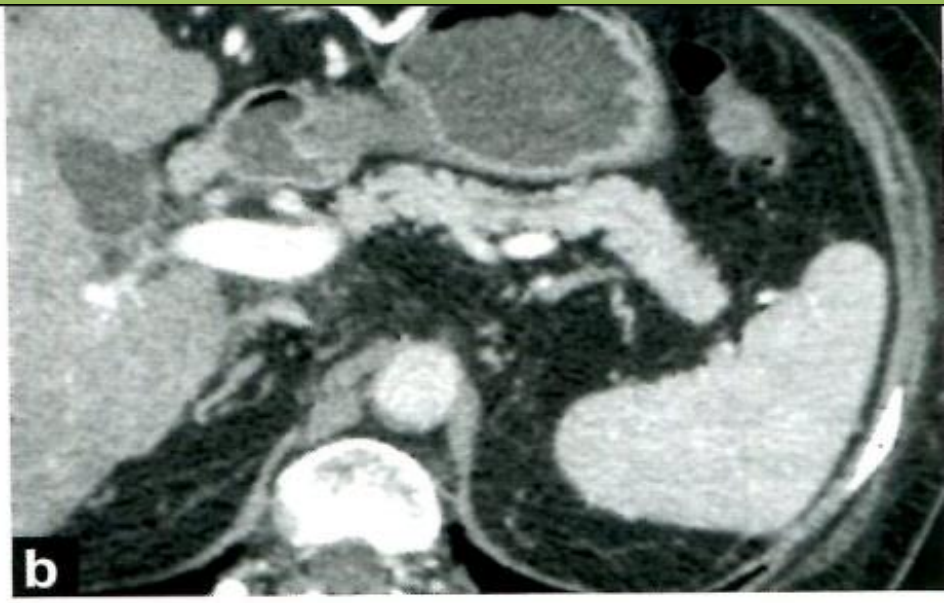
UTT trên MDCT và MRI. 1a: CECT: Giảm đậm thân tụy nhưng tụy chưa to, giãn ống tụy phía trên vùng u. 1b: Ce-MRI: T1W FS thấy rõ u thân tụy và giãn ống tụy ở đuôi tụy
